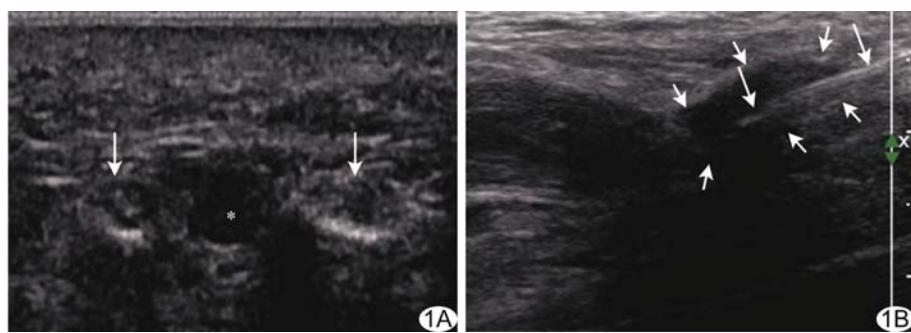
患者女,36岁,莫顿神经瘤,行超声引导下介入治疗 A. 声像图示瘤体(*)位于第3跖间隙,其两侧屈趾肌腱(箭)位于跖骨头上方; B. 声像图示针尖(长箭)位于瘤体内(短箭)
